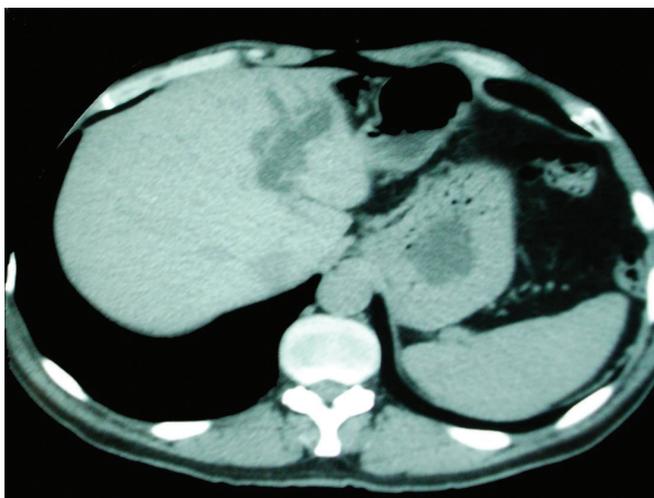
Imagem de TAC de doente de 53 anos com dilatação das vias biliares intra-hepáticas no lobo hepático esquerdo.
